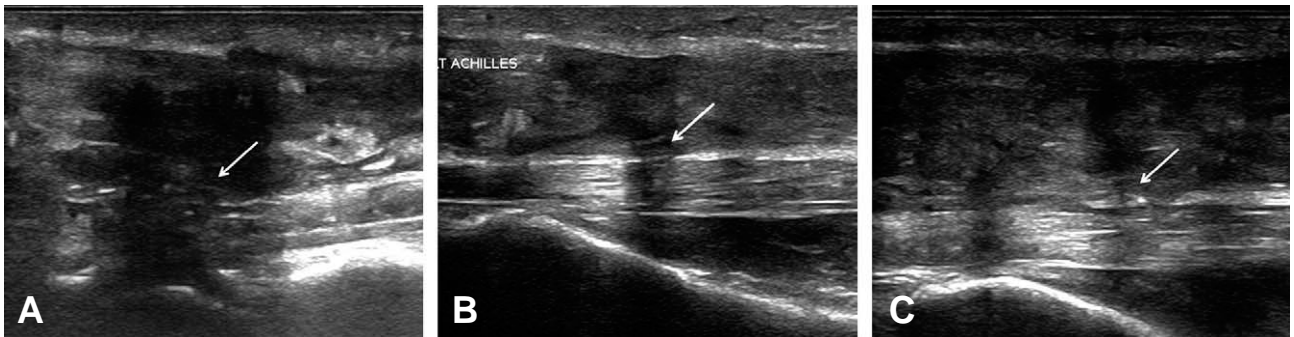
72 year old woman who had a right side Achilles tendon area pain after falling down on the stairs 3 weeks ago is getting conservative treatment by using the ultrasonographic guidance. (A) Ultrasonographic image at 3 weeks after trauma: Hypoechoic lesion and tendon discontinuity is seen on right Achilles tendon (white arrow). (B) Ultrasonographic image at 7 weeks after trauma: Edema lesion and tendon continuity is seen on right Achilles tendon (white arrow). (C) Ultrasonographic image at 11 weeks after trauma: Loss of edema and tendon continuity is seen on right Achilles tendon (white arrow).
